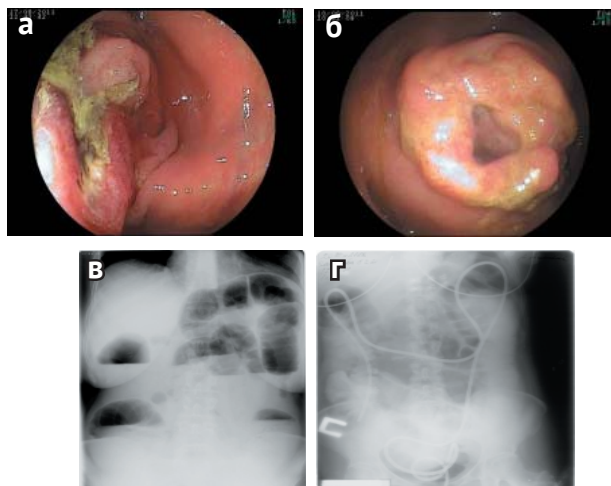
Интубация толстой кишки при опухолевом стенозе: а — стенозирующая опухоль поперечно-ободочной кишки; б — после бужирования; в — рентгенологическая картина острой кишечной непроходимости; г — рентгенологическая картина через 6 часов после бужирования и интубации толстой кишки
